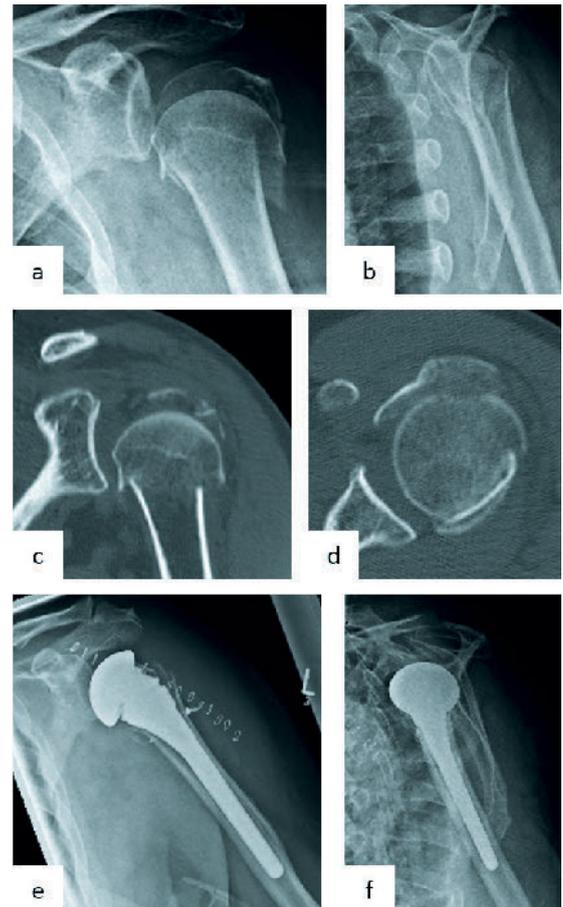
Valgisch impaktierte proximale 4-Part Humerusfraktur mit Head-Split bei einem 67-jährigen männlichen Patienten. a präoperative a.p.-Röntgenaufnahme; b präoperative axiale Röntgenaufnahme; c präoperatives koronares 2D-CT; d präoperatives axiales 2D-CT; e–f postoperative a.p.-(e) und y-Aufnahme (f) nach Implantation einer zementfreien anatomischen Hemiprothese
